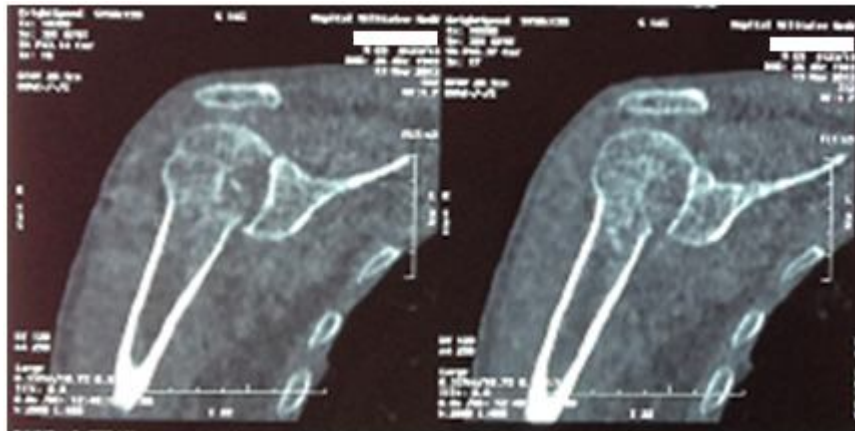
cliché TDM en coupe coronale du 1^{er} patient montrant la taille de l'encoche humérale
